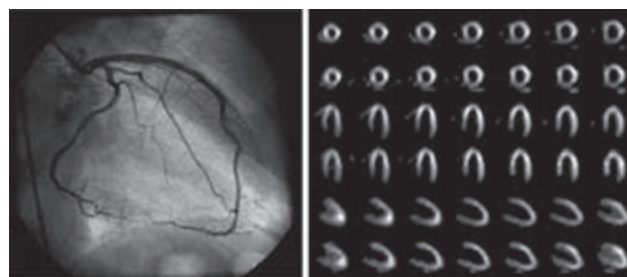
Esame coronarografico e miocardioscintigrafia al dipiridamolo e nitrati: nei limiti della norma.
